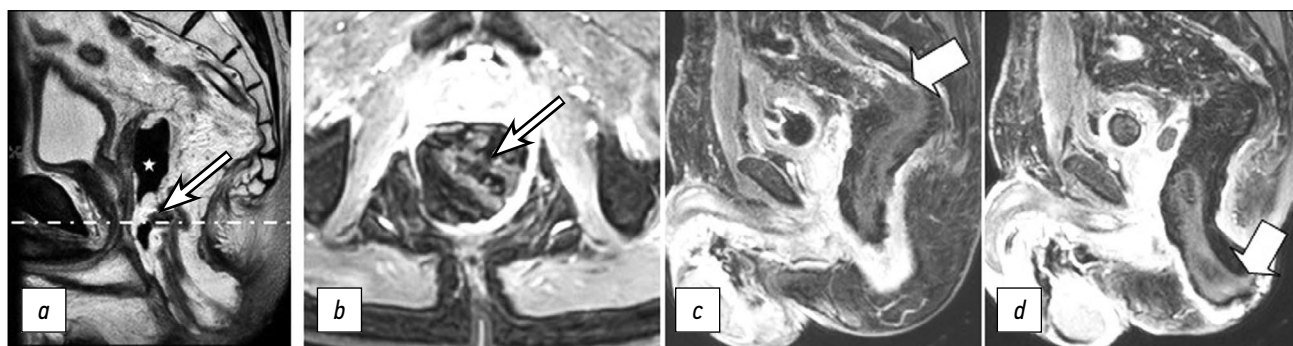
Магнитно-резонансные томограммы малого таза на 10-й послеоперационный день в режимах T2 (a) и T1-FS с контрастным усилением на уровне пунктирной линии в аксиальной плоскости (b): дефект стенки колопластического резервуара (стрелка) и воздушная полость (звёздочка); два соседних среза в сагиттальной плоскости в режиме T1-FS с контрастным усилением (c, d): верхний и нижний край ишемизированного сегмента толстой кишки (стрелки).
